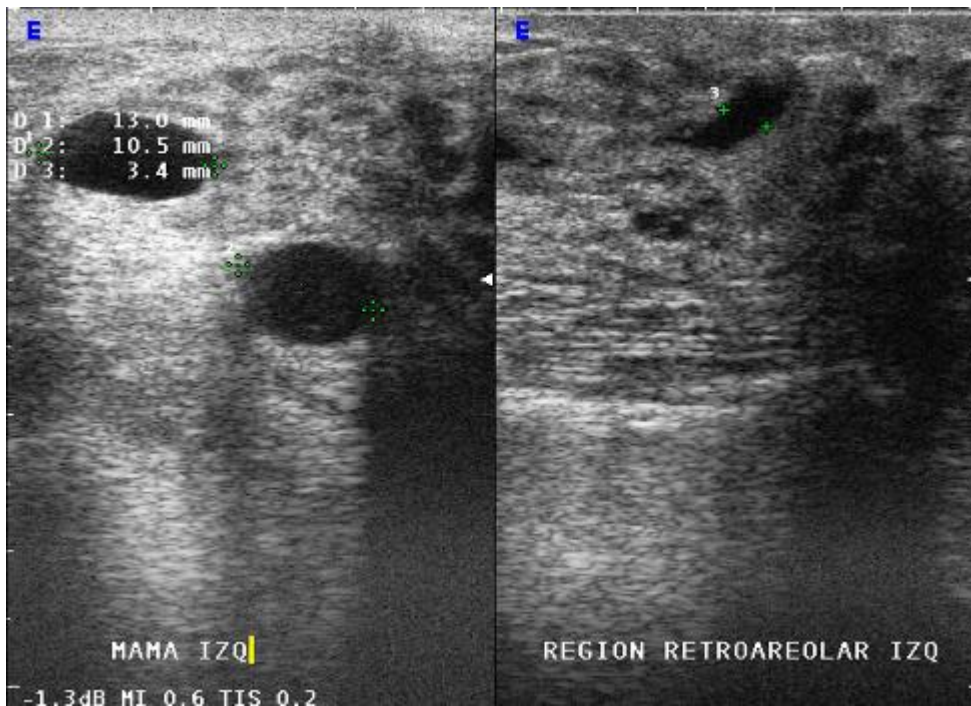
Se realiza ecografía complementaria a la paciente de la imagen 5 donde se observan múltiples imágenes de aspecto quístico.
